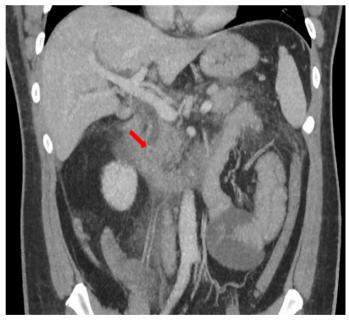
Компьютерная томограмма. Венозная фаза, фронтальная проекция. Конкремент в дистальном отделе ОЖП (красная стрелка)
